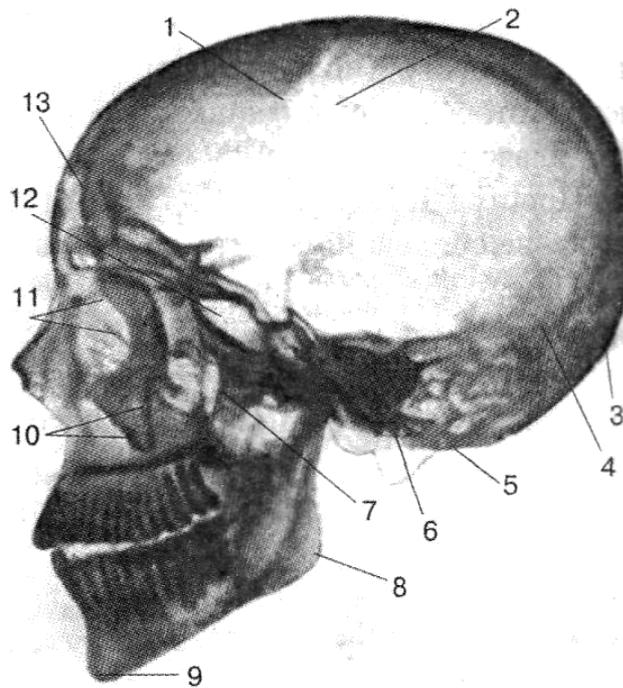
Рентгенограма черепа дорослої людини, бічна проєкція:
